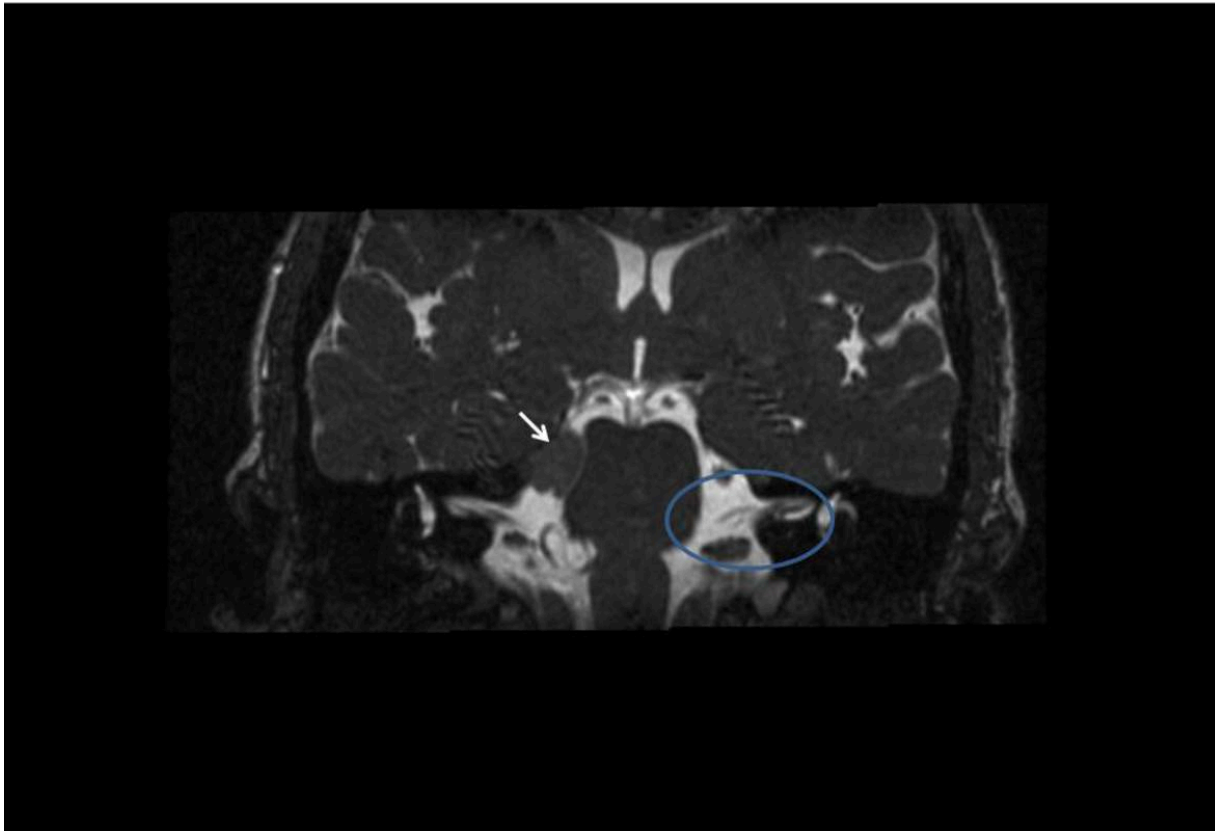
Corte coronal de RM donde se representa dentro de un círculo azul el área del APC. Meningioma de la punta del peñasco derecho que comprime la protuberancia (flecha)
